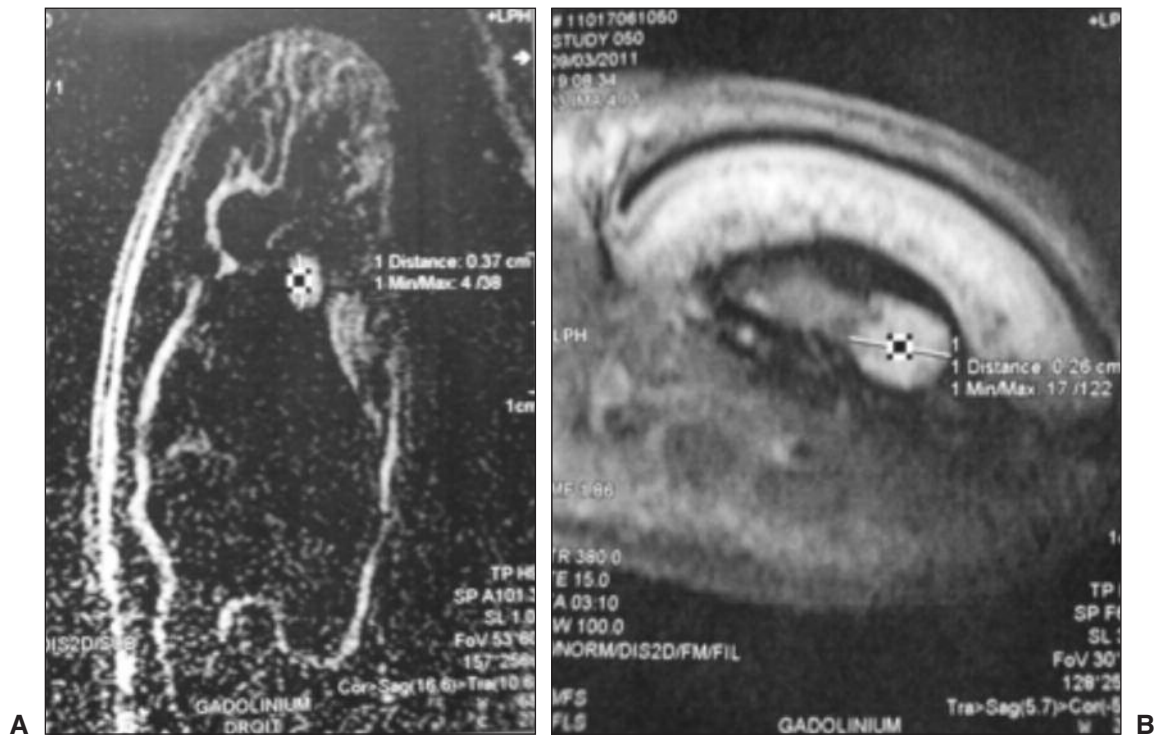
A. Corte coronal. B. Corte transversal. Imágenes de resonancia magnética que muestran una lesión nodular bien definida de 3,7 x 2,6 mm, realizada por el medio de contraste (gadolinio).
